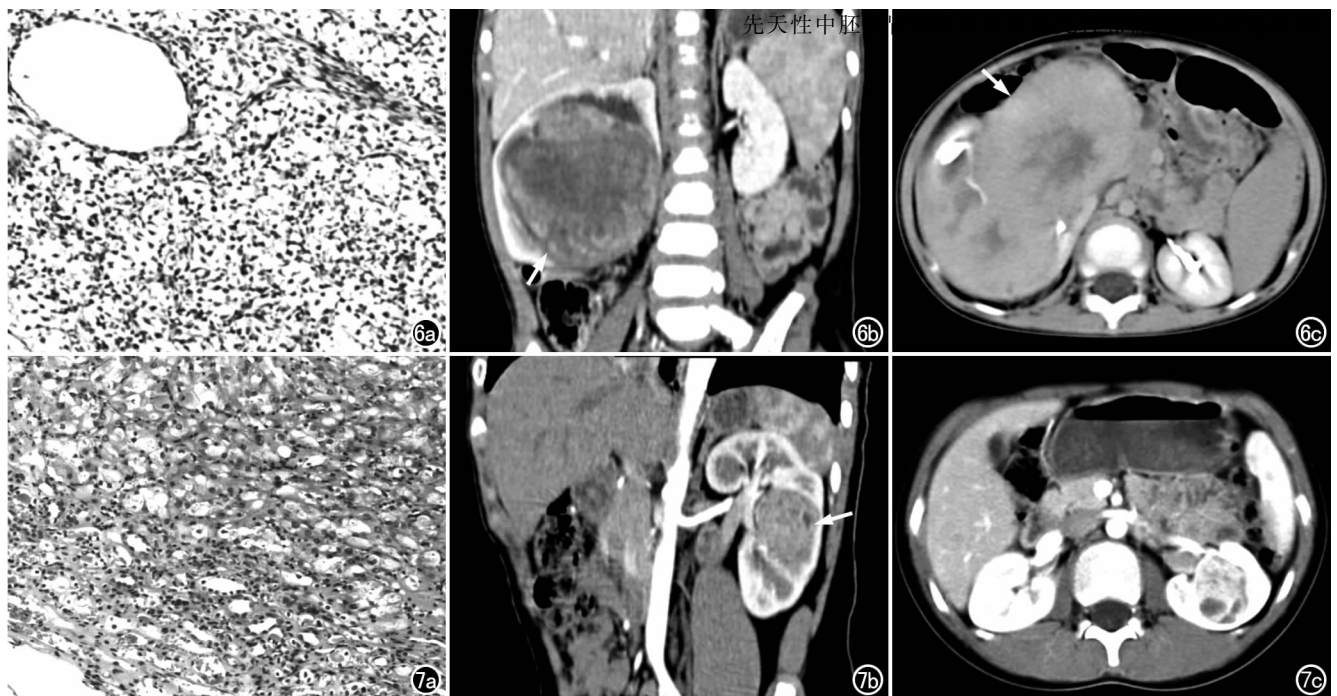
右肾黏液型透明细胞肉瘤。a) 镜下示瘤细胞无明显异形,边界不清,胞浆丰富淡染,胞核较小($\times 100$, HE); b) CT 增强冠状面重组图像示右肾髓质内实性肿块呈不均匀强化(箭),周围残存肾皮质强化良好,肾盂明显破坏受压; c) 横轴面 CT 增强扫描示肿块呈浸润生长(箭),境界不清。
